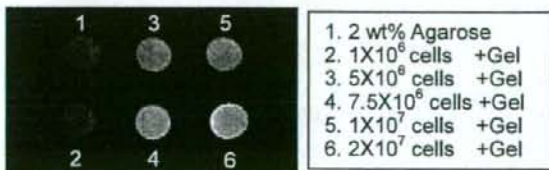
MR images of the cells labeled with FITC-PVA-Gd in the agarose gel were obtained at 1.5 T. T1-weighted images of the samples were acquired using a 3D spin echo sequence.
